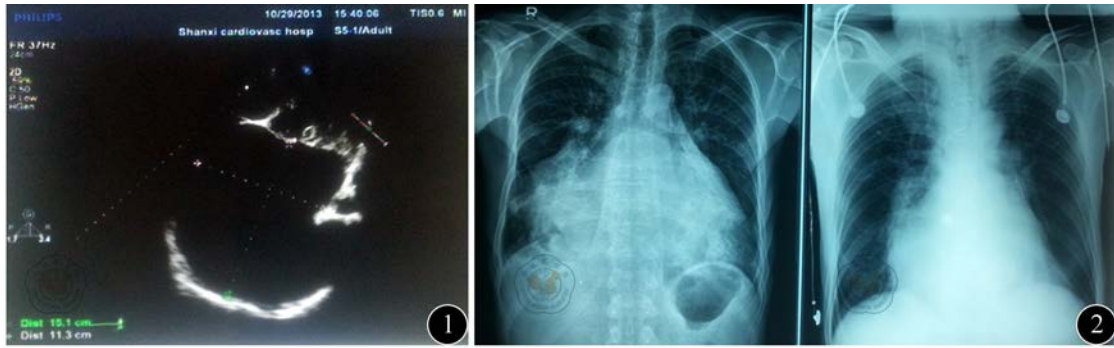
超声心动图示左心房明显扩大(左心房内径151 mm),左心室、右心房均明显受压 图2 LAP术前后同一患者胸部X线片的比较,术前(左)示心脏明显扩大(C/T 0.86),双肺、气管、支气管等均明显受压变形,术后(右)心脏明显缩小(C/T 0.69)
